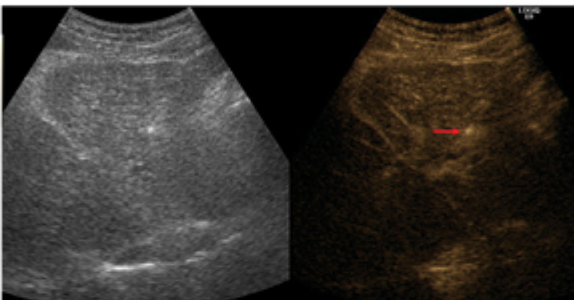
(C). 조영증강 초음파 유도하 RFA 전극삽입, 조영증강되는 간암을 향하여 전극을 삽입하고 있다 (화살표).
